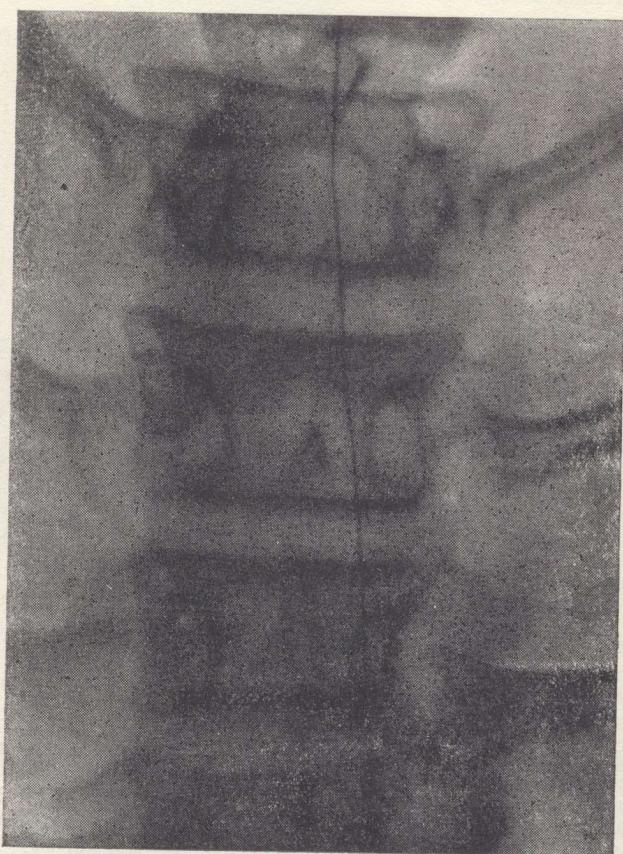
Мультиелектродний зонд у перидуральному просторі (грудний відділ, рентгенограма).
